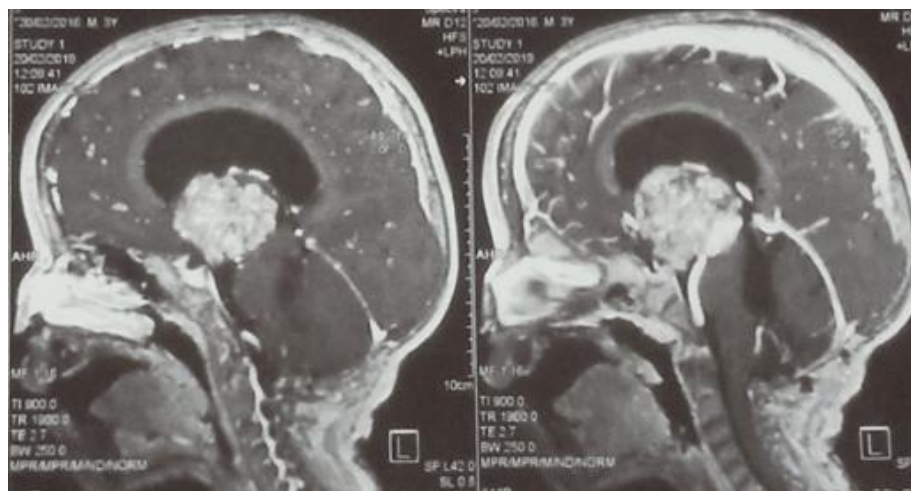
IRM coupe sagittale objectivant une lésion tumorale du troisième ventricule rehaussé fermement par le gadolinium avec absence de récurrence au niveau de la fosse cérébrale postérieure.
